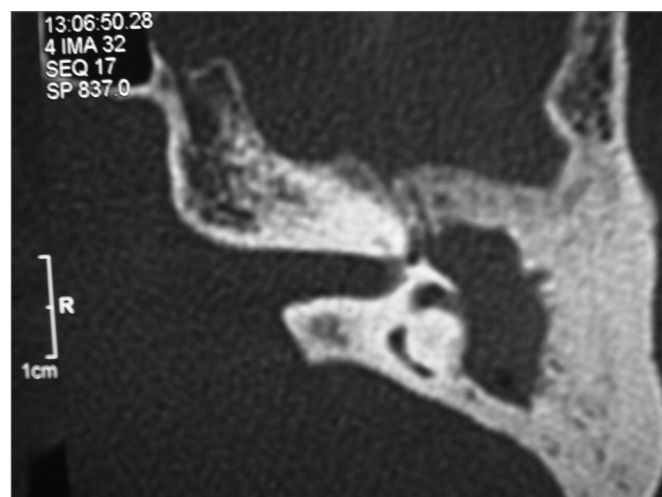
Tomografia de osso temporal esquerdo, corte axial, demonstrando velamento de antro e erosão de canal semicircular lateral.
